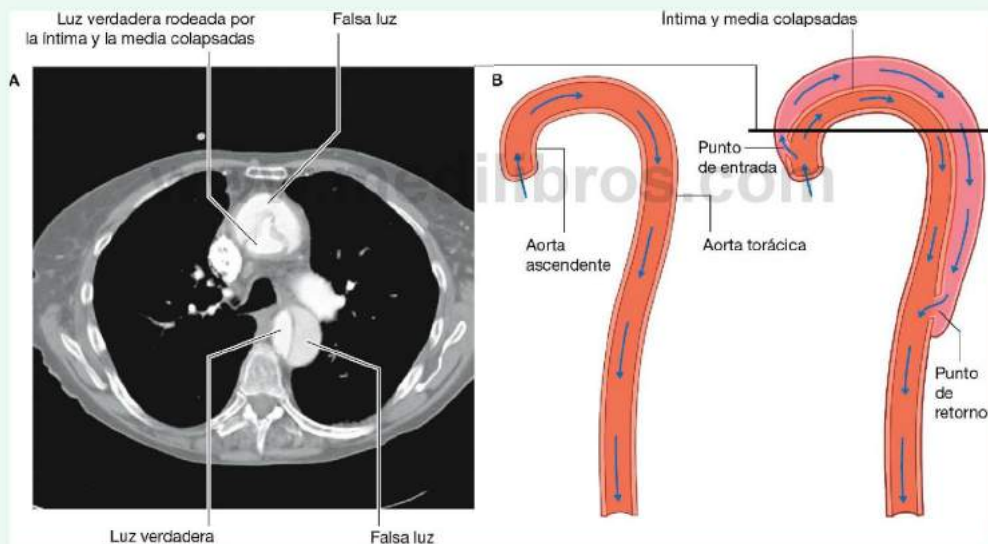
A. Imagen de TC de una disección aórtica. B. Aorta normal (izquierda) y disección aórtica (derecha). La línea de la figura derecha indica el plano de la TC mostrada en A.
